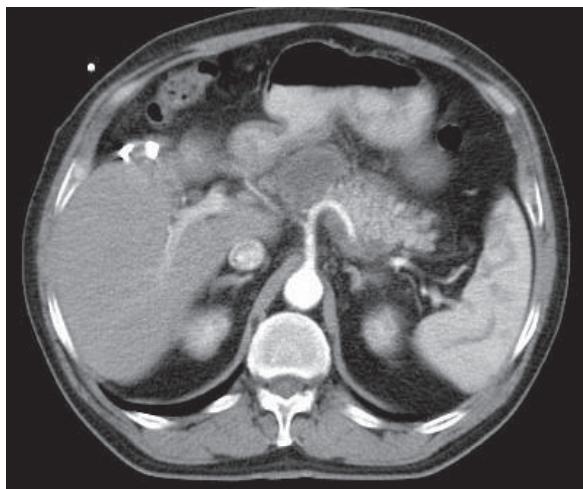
Пациентка с АИП, 36 лет. КТ. При контрастировании в венозную фазу на границе головки и крючковидного отростка интрапаренхиматозно выявляется четко очерченная гиподенсная однородная зона мягкотканой плотности, четко дифференцирующаяся от окружающей паренхимы. Контур этой зоны (стрелка) гиперденсный, подчеркнуто выражен, толщиной до 2-х мм, он определяет границу между неизмененной и пораженной паренхимой
